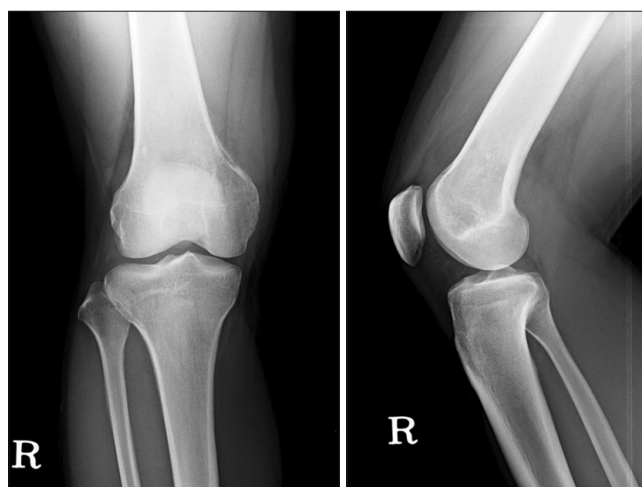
Plain radiographs show an osteolytic lesion of a medial aspect of distal femur in AP view.
